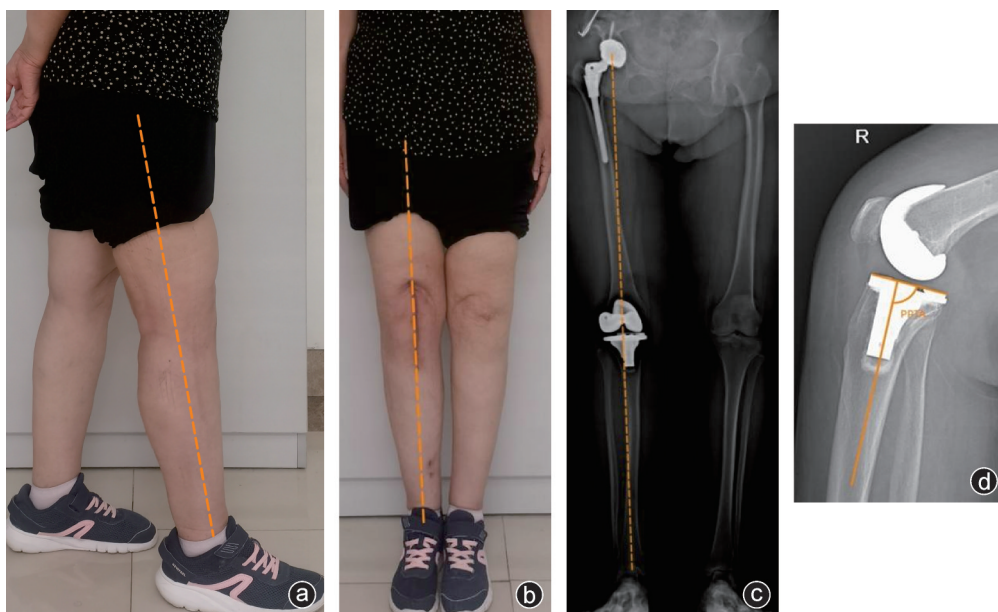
术后外观(a,b)以及复查X线片(c,d)均示假体位置和力线良好
